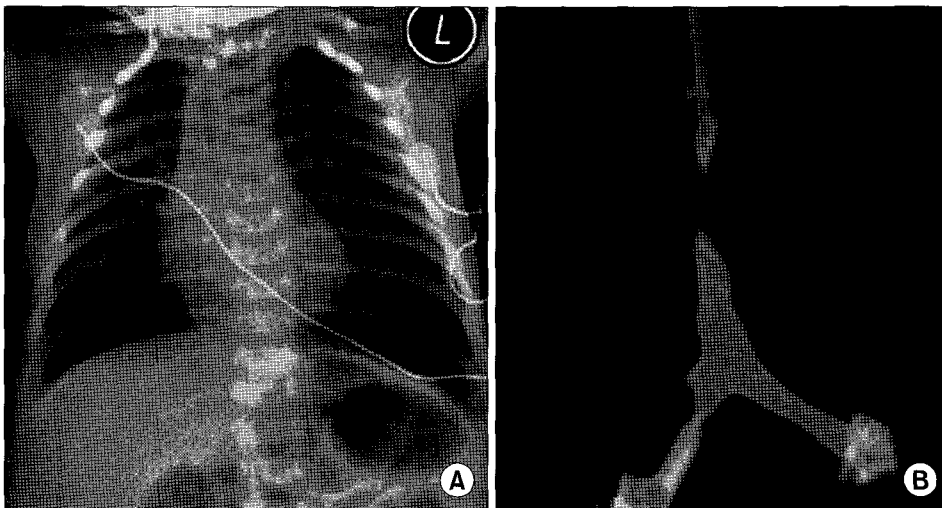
(A) Chest radiograph shows severe emphysematous change of both lungs. (B) 3-dimensional computed tomography shows the severe 1.2 cm length stenosis at the 3 cm above of the carina.
